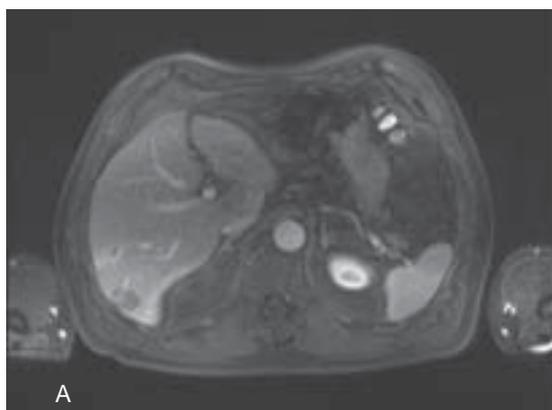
Hepatectomía derecha por metástasis hepáticas colorectales con técnica suprahiliar y stapler. A. Resonancia nuclear magnética de hígado: 2 lesiones metastásicas en el lóbulo hepático derecho B. Sección del pedículo portal derecho suprahiliar con stapler.
